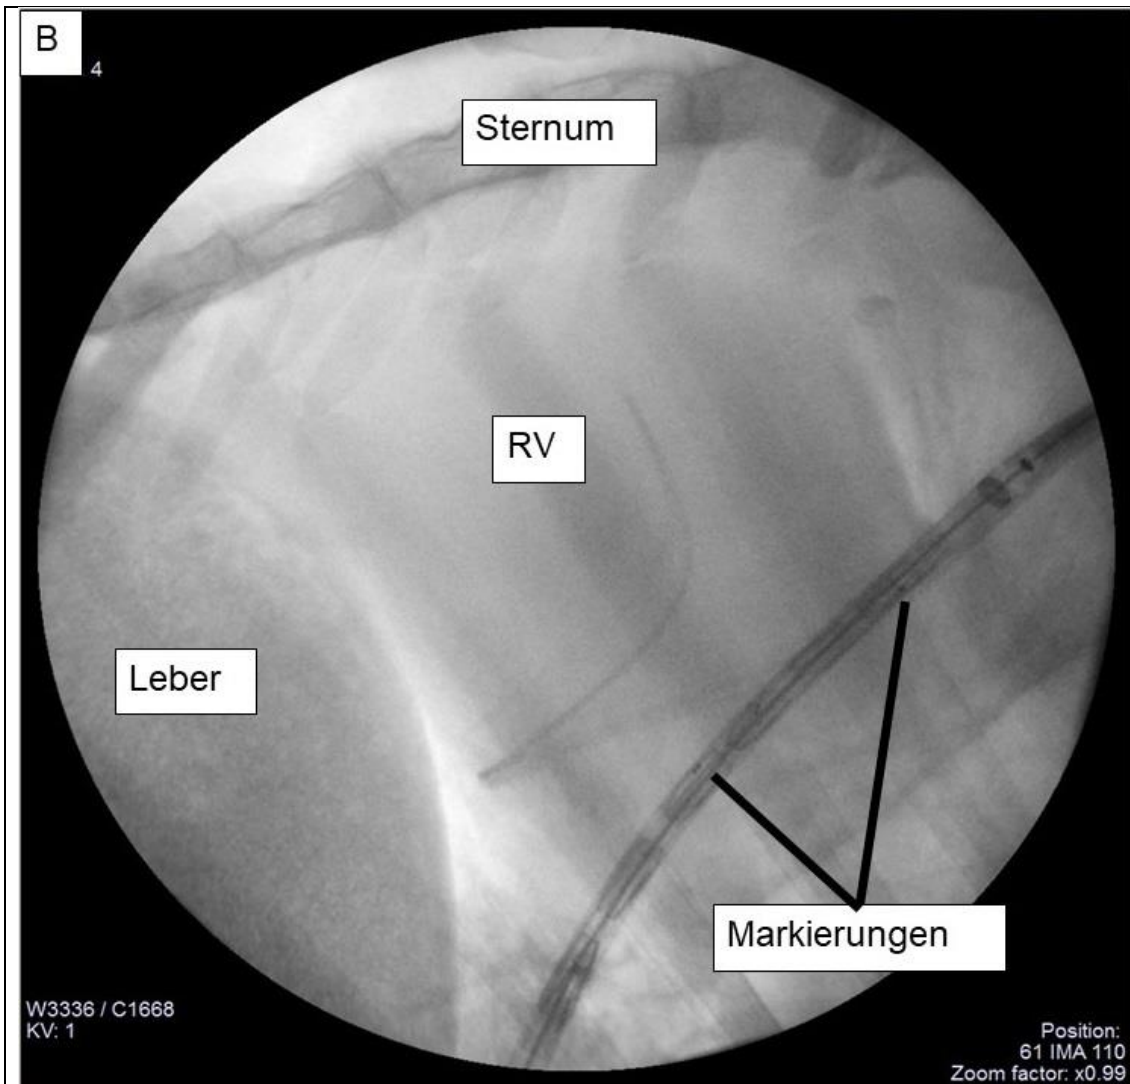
Platzierung der Klappenprothese unter Röntgen-Durchleuchtung in sagittaler (B) Projektion. RV, rechter Ventrikel.
